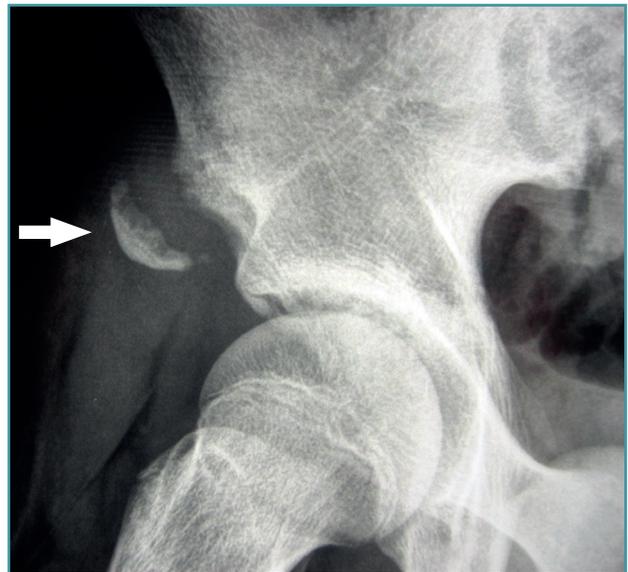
Radiografía en proyección alar de la cadera derecha de un adolescente. Apofisiolisis de la espina ilíaca anteroinferior, por tracción del tendón del recto anterior del cuádriceps. La flecha señala el fragmento óseo avulsionado.
